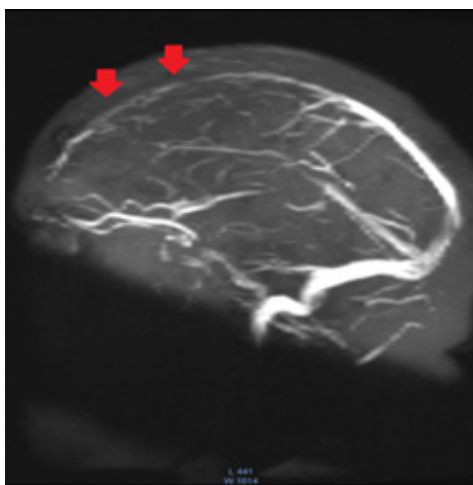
Пациентка А., 20 лет. МРТ головного мозга, время-пролетная венография. Дефект сигнала верхнего сагиттального синуса
